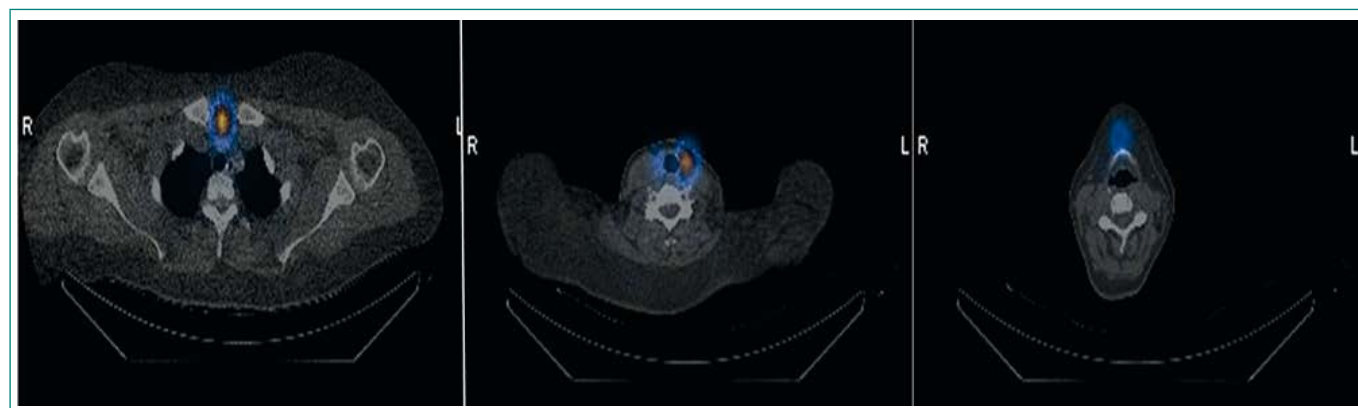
SPECT-TAC: reconstrucción de la masa mediastínica y pretraqueal en lecho tiroideo
